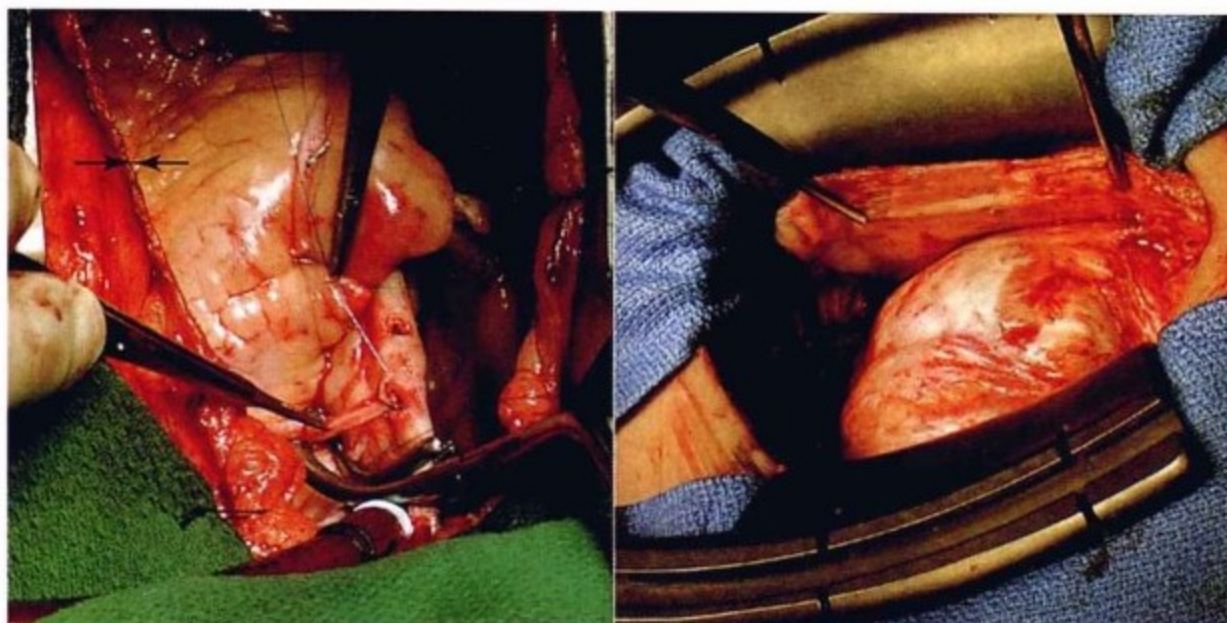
左图,为心脏主动脉、冠状动脉旁路移植术中正常的心包。两个箭头间的是心包,厚1~2mm。心包游离缘因电烙切割而变厚,实际上比图示薄。心脏上和壁层心包下见大量心包脂肪。这些脂肪因与壁层心包在超声、CT和MRI上表现不同,而有助于壁层心包的成像。右图,这个缩窄性心包炎患者的心包肥厚达12mm,与胸骨一样厚。很少有这么厚的缩窄性心包炎心包。
